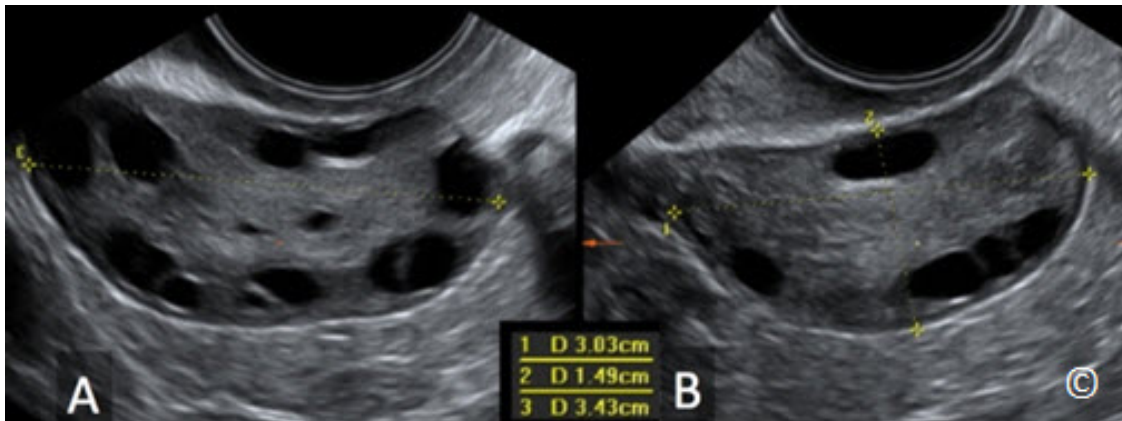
A y B: Ultrasonido transvaginal que muestra la medición de un ovario en sus 3 dimensiones; longitud en A y transverso en B (medida 1 en la figura B) y anteroposterior (medida 2 en la figura B). Las Figuras A y B son planos ortogonales. La imagen es cortesía del Dr. Bernard Benoit.
